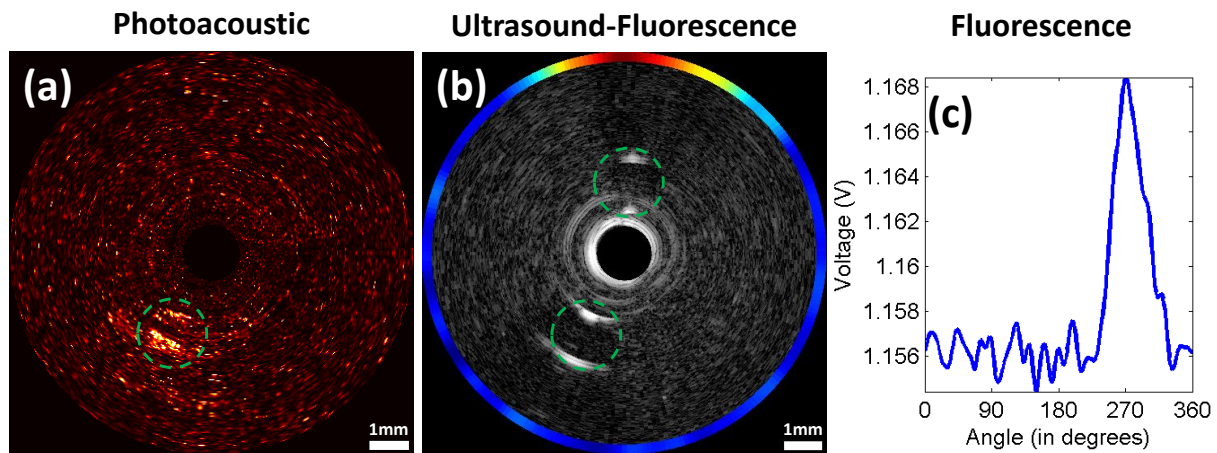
Simultaneous photoacoustic, ultrasound and superimposed fluorescence imaging. (a) The bottom inclusion (tube filled with black ink) is visible in photoacoustic. (b) Both inclusions are visible in IVUS. The contour in the IVUS image represents the fluorescence intensity signal.
